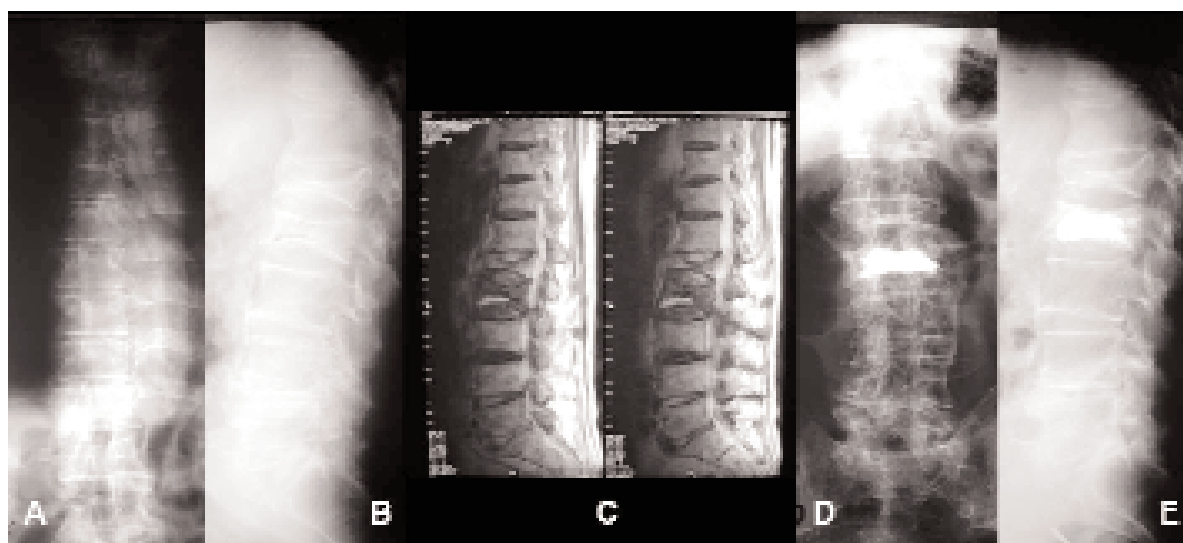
Individuazione del livello sintomatico in presenza di due fratture vertebrali contigue. A-B) Radiografie anteroposteriore e laterale che mostrano le fratture somatiche di L1 e L2, dalla radiografia si nota la maggior cuneizzazione di L1. C) La sequenza STIR della RMN mostra edema nel corpo di L2 e consente di definire il livello sintomatico. D-E) Radiografie anteroposteriore e laterale dopo trattamento con cifoplastica di L2.
